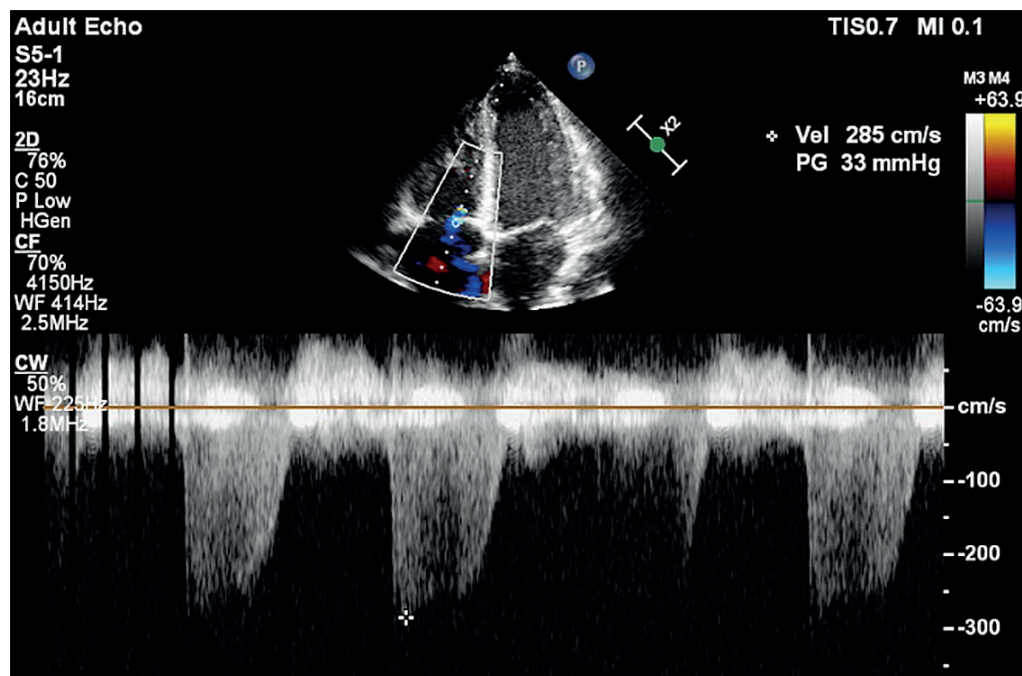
Janela apical 4 câmaras para análise do refluxo tricuspídeo pelo Doppler contínuo em paciente com Anemia Falciforme. PG: Gradiente pressórico; CW: Doppler Contínuo; WF: Forma de onda; CF: Doppler com Fluxo Colorido.
